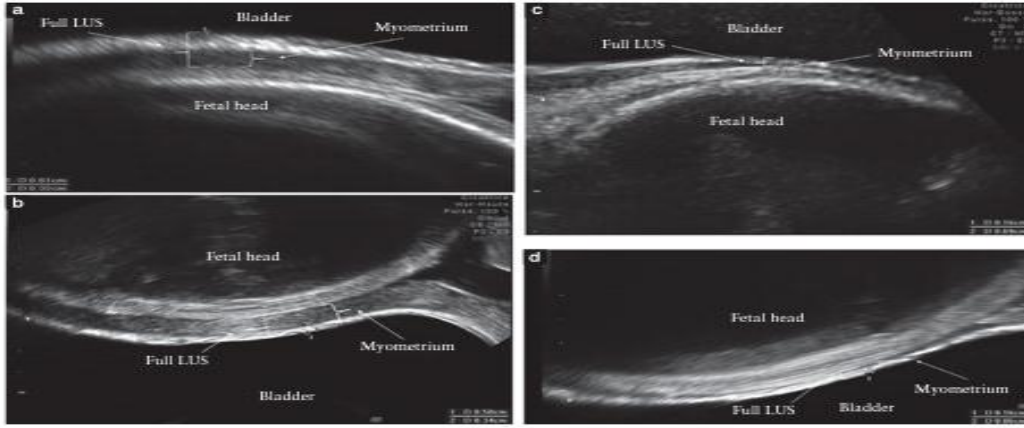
Thick (a,b) and thin (c,d) lower uterine segment (LUS): full LUS thickness and myometrium, measured by transabdominal (a,c) and transvaginal (b,d) ultrasound.
